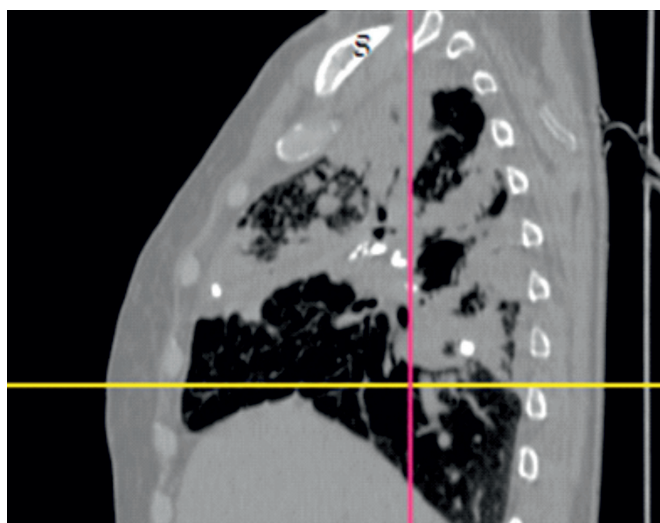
МСКТ-исследование ОГК (сагитальная проекция) (ОГК от 15.10.2021 г.).
